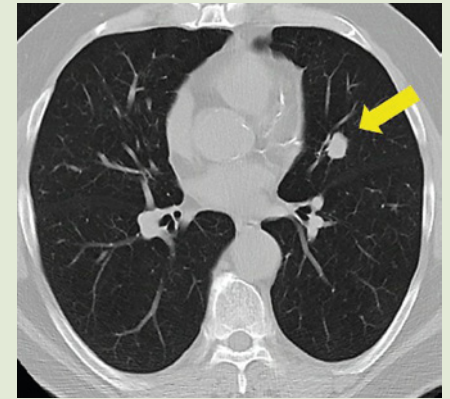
Beispiel eines neuroendokrinen Lungentumors im linken Oberlappen dargestellt durch eine Computertomographie des Brustkorbes (Radiologie Uniklinik Marburg)
